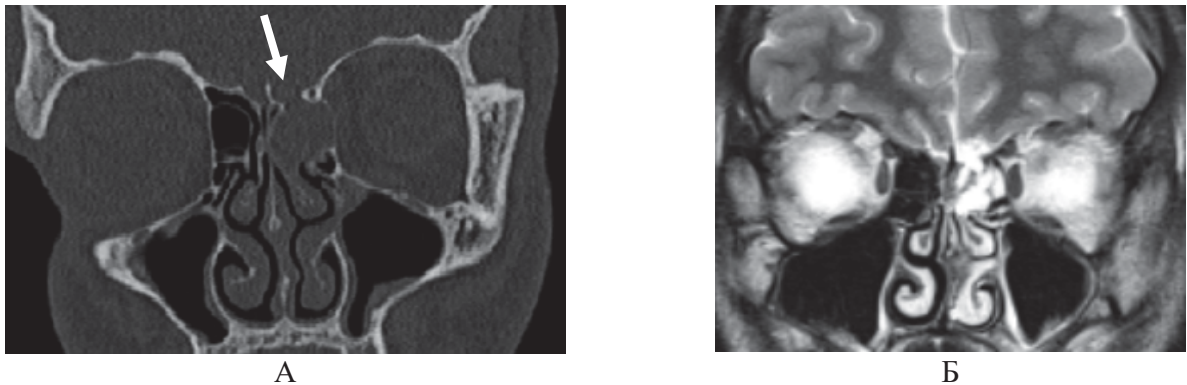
А КТ головного мозга, фронтальная проекция, трансэтмоидальное энцефалоцеле, дефект крыши решетчатого лабиринта (указан стрелкой); Б – МРТ головного мозга, T2 взвешенное изображение
